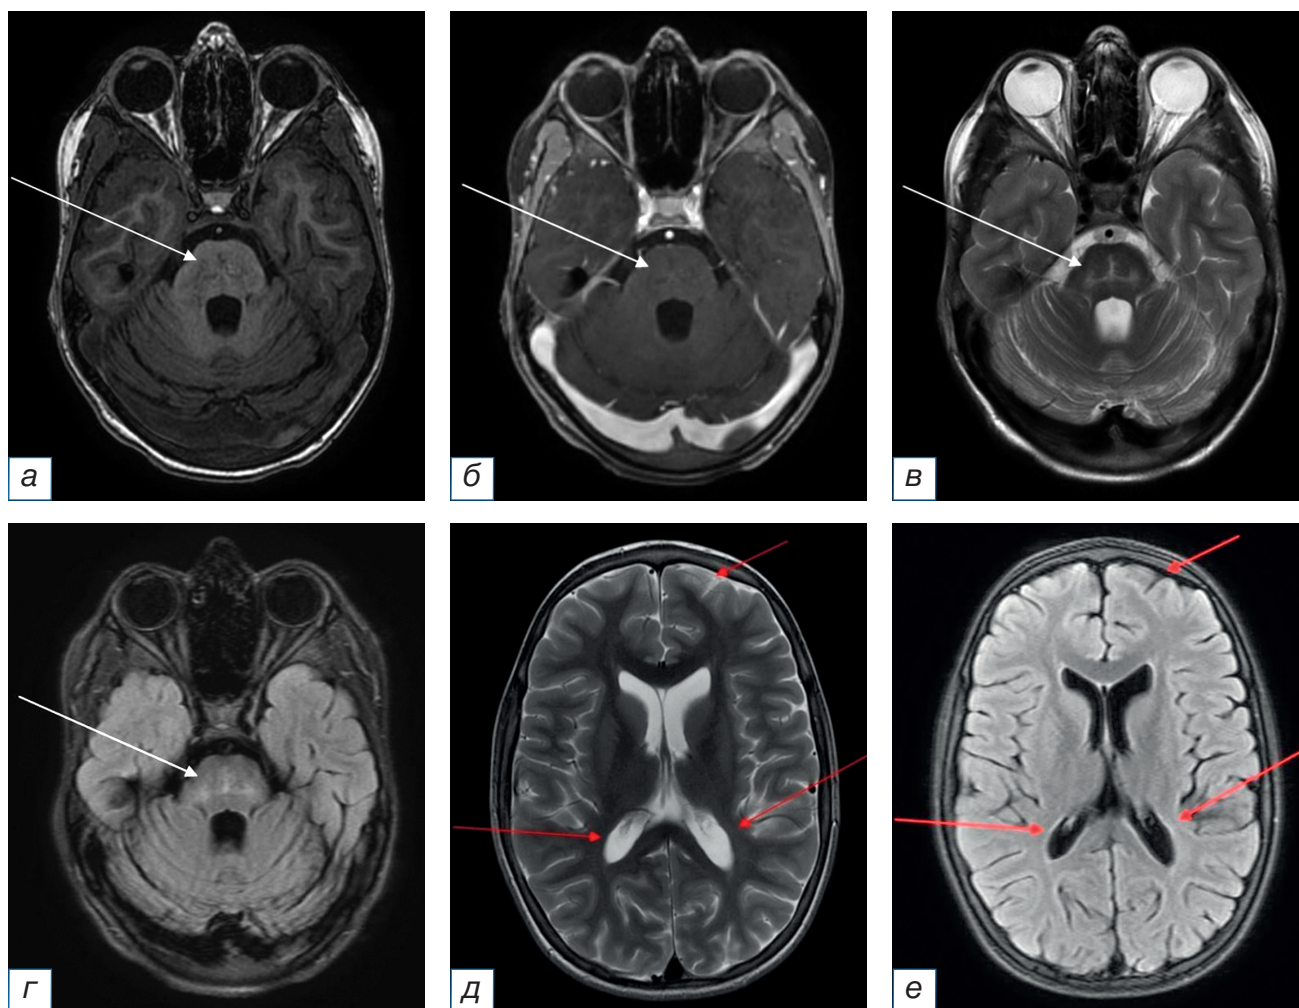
MRI of the brain in the axial plane of June 15, 2022 with intravenous contrast enhancement after a course of pulse therapy and maintenance therapy with corticosteroids for three months (a, b, d — T2-weighted image; б, г, е — T1-weighted image after contrast enhancement): compared with the MRI data of March 25, 2022 there is a regression of focal changes in the subtentorial structures (arrows). Absence of pathological contrast enhancement.
